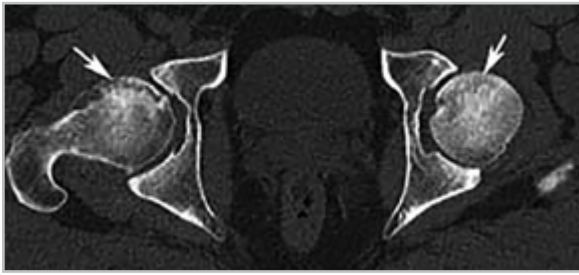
Компьютерная томограмма тазобедренных суставов в аксиальной проекции в передненаружном субхондральном отделе головки правой бедренной кости, определяется четко отграниченный некротический участок с кистовидными просветлениями по периферии (*стрелка*); в переднем субхондральном отделе головки левой бедренной кости определяется участок разрежения костной структуры (*стрелка*)
